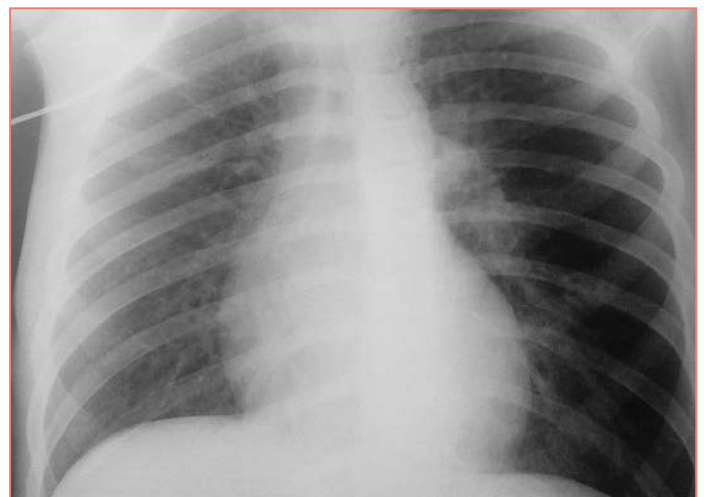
Рентгенограмма легких от 31.12.2016
